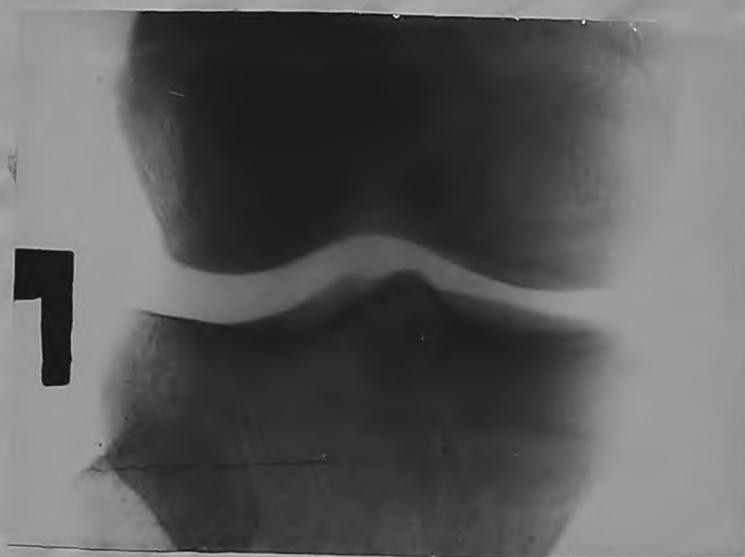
На обзорных рентгенограммах левого коленного сустава больного З. видно заострение бугорков, менищелкового возвышения, а. До операции. б. Через 6 лет после операции.
